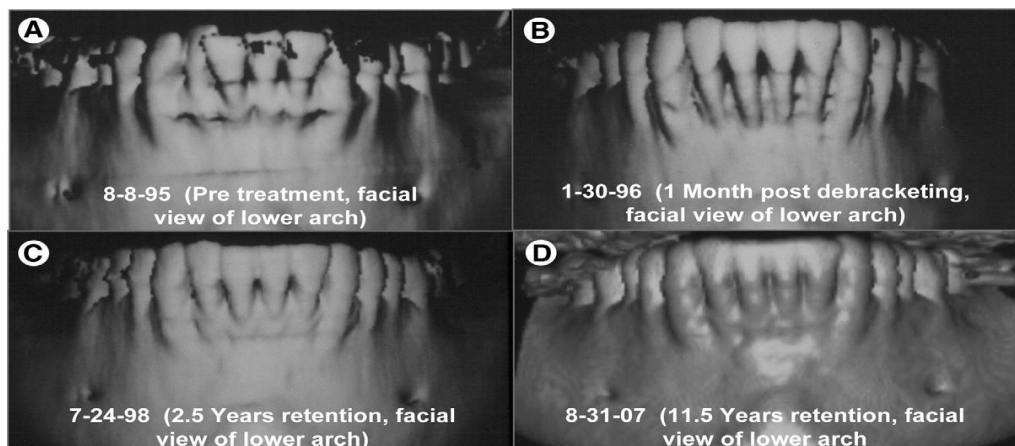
Tomografía control a 11 años pos tratamiento. ¹⁴
